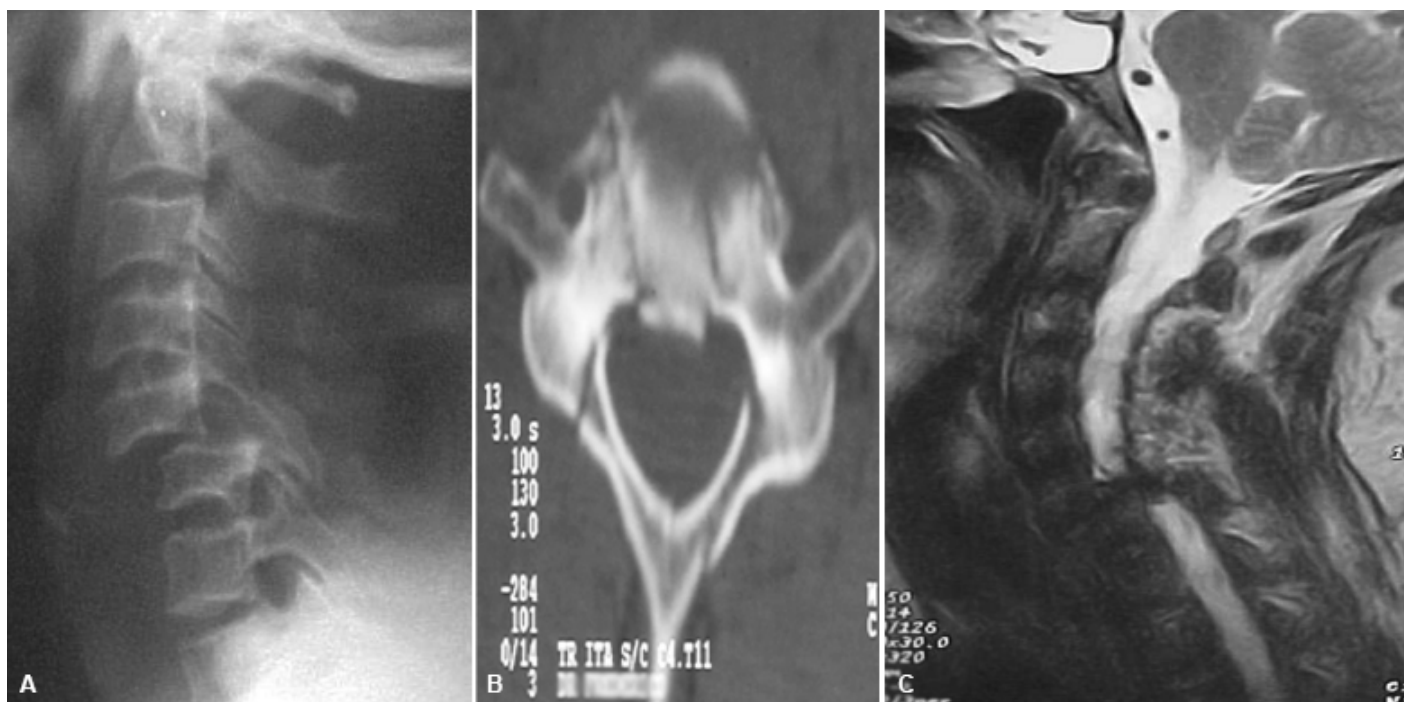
Traumatismo da coluna cervical. A. Radiografia em perfil da coluna cervical, evidenciando luxação facetária posterior e escorregamento C5-C6 com traumatismo raquimedular. B. Tomografia computadorizada da coluna cervical, evidenciando fraturas do corpo e dos elementos posteriores vertebrais com fragmento ósseo dentro do canal medular. C. Ressonância magnética, evidenciando compressão medular por hérnia discal traumática e por luxação.
